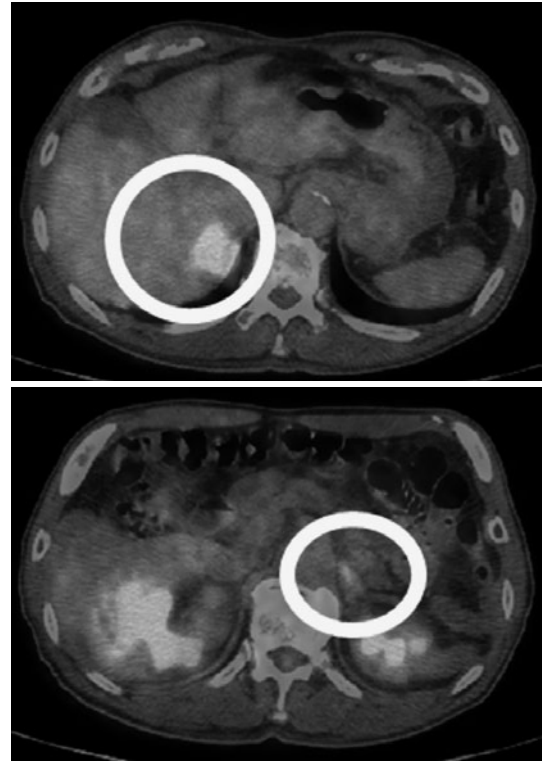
PET/CT showing hyperattenuation of bilateral adrenal gland.
